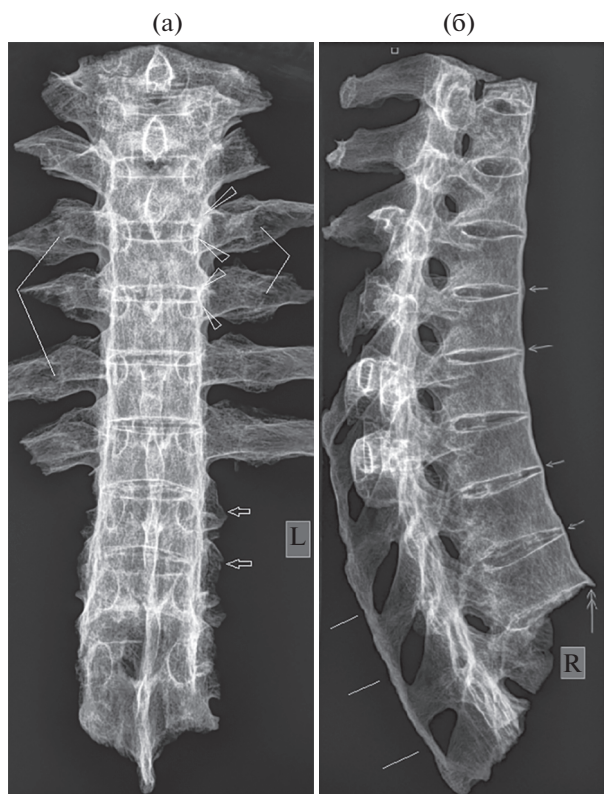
Прямая рентгенограмма грудного отдела позвоночника. Окостенение связок и сращение в реберно-поперечных суставах (двухвекторные линейные указатели). Окостенение связок и сращение в реберно-позвоночных суставах (наконечники копий). Отломки синдесмофитов по краям суставных ямок реберно-позвоночных суставов (стрелки) (а). Боковая рентгенограмма. Одинарные стрелки – мостики синдесмофитов (окостеневших наружных краев фиброзного кольца дисков). Двойная стрелка – отломанный край синдесмофита фиброзного кольца диска. Одинарные линейные указатели – окостеневшая надостистая связка (б).
